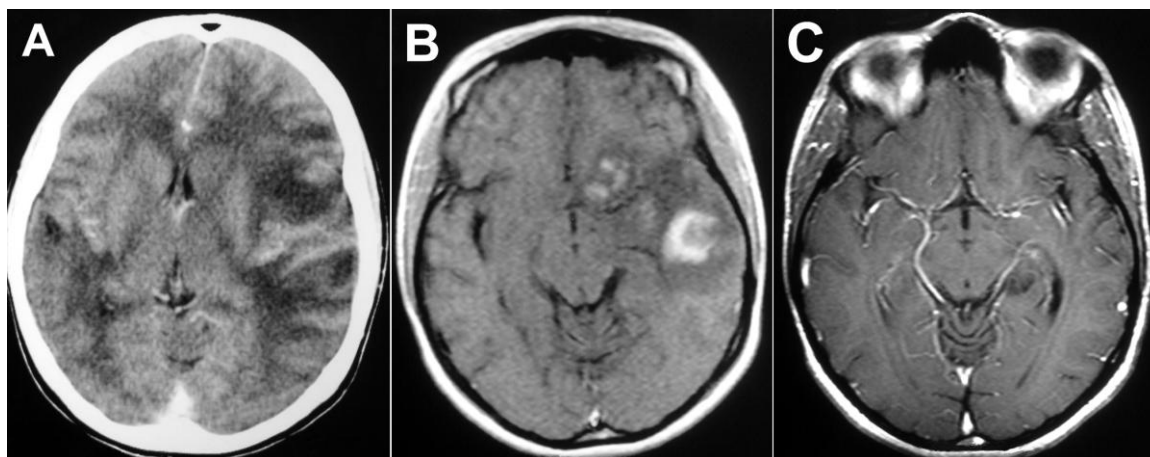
Feminina, 16 anos. Uma semana após infecção “viral” das vias aéreas superiores, apresentou disfasia, disgrafia, confusão mental, cefaléia, vômitos, hemiparesia direita e crise convulsiva tônico-clônica generalizada, seguida em poucos dias por amaurose unilateral a direita. TC de crânio com contraste (A) levantou a suspeita diagnóstica de tumor no hemisfério cerebral esquerdo com edema cerebral difuso. A RM ponderada em T1 com gadolínio, realizada trinta dias após, revelou duas imagens com “sinal do anel aberto” circundada por edema, na região fronto-temporal do hemisfério cerebral direito (B). Num período de três semanas a paciente recuperou-se completamente da hemiparesia e do déficit visual mantendo, porém, palidez de papila à direita. RM ponderada em T1 com contraste realizada 4 meses após, não mais evidenciou alterações (C). Exceto pelo emprego de difenilhidantoina sódica, não fez uso de nenhum outro medicamento (relato de caso retrospectivo, a paciente foi
